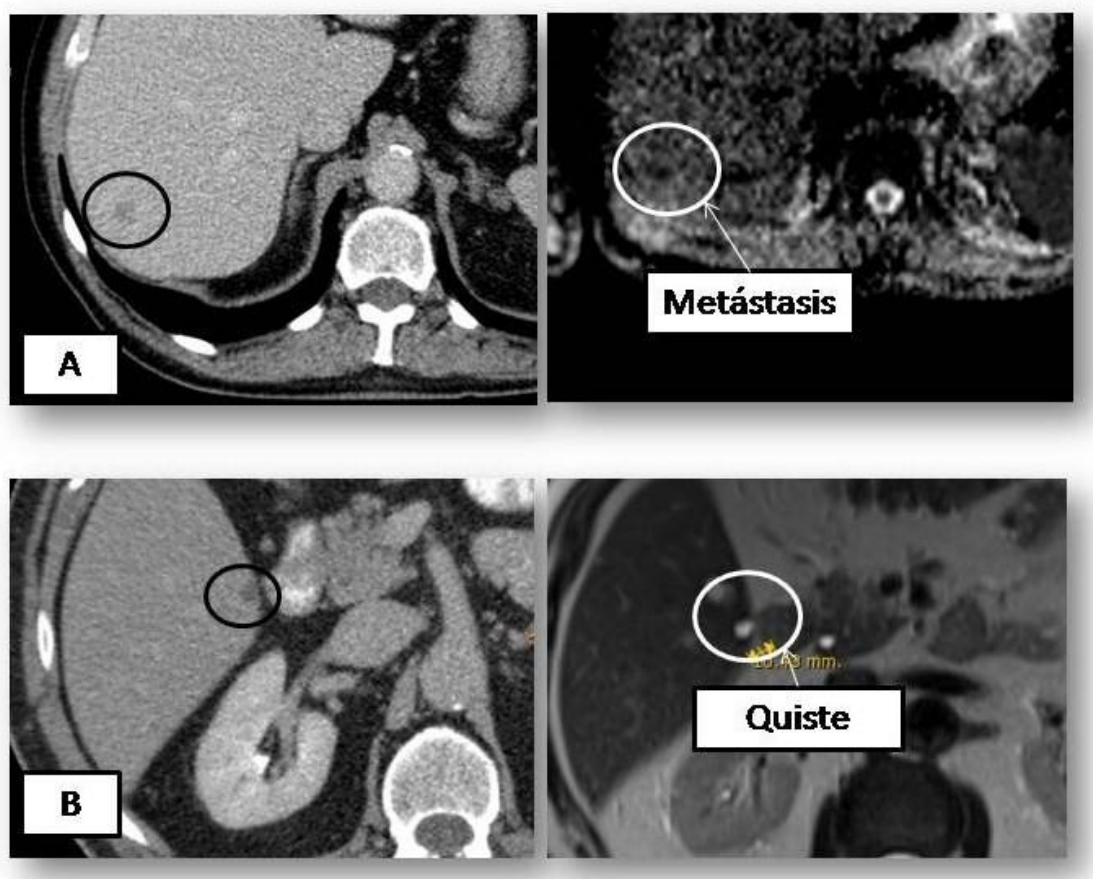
Discriminación tisular de la resonancia magnética. En el caso A, pequeña lesión hepática por TC certificada como metástasis en secuencia de difusión por resonancia. Caso B, pequeña lesión hepática por TC certificada como quiste en secuencia de resonancia
